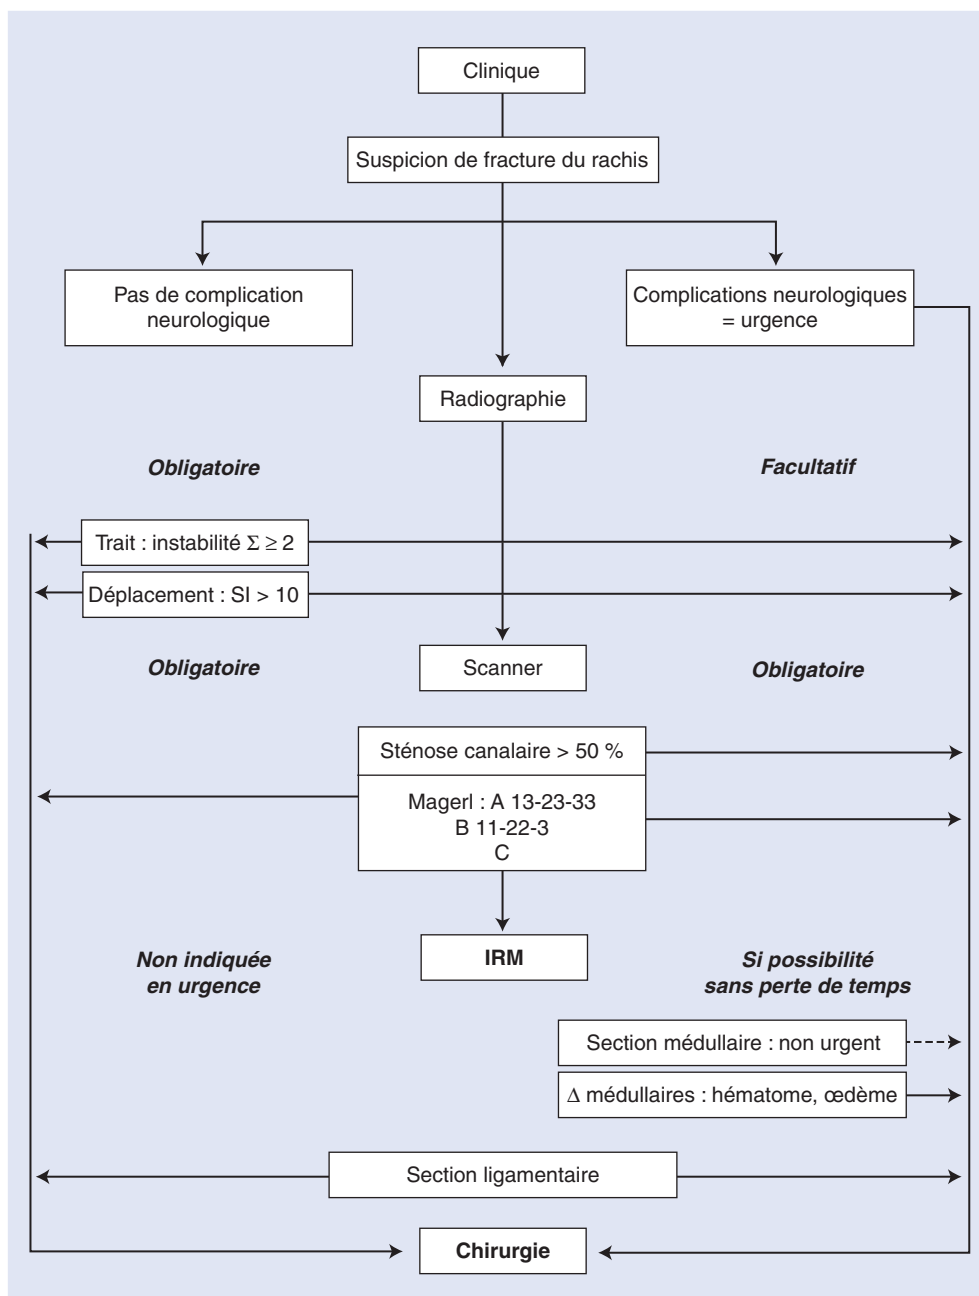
Arbre décisionnel. Prise en charge devant une suspicion de fracture du rachis. SI : *sagittal index* ; IRM : imagerie par résonance magnétique.
